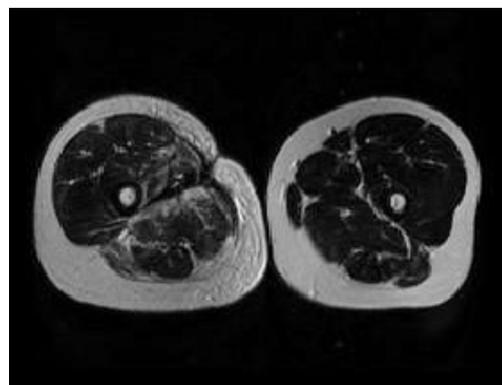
MRI der Oberschenkelmuskulatur von einem 32-jährigen Mann
